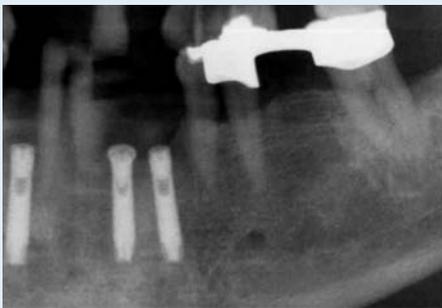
Kontrollröntgenneuaufnahme nach 9 Monaten.
